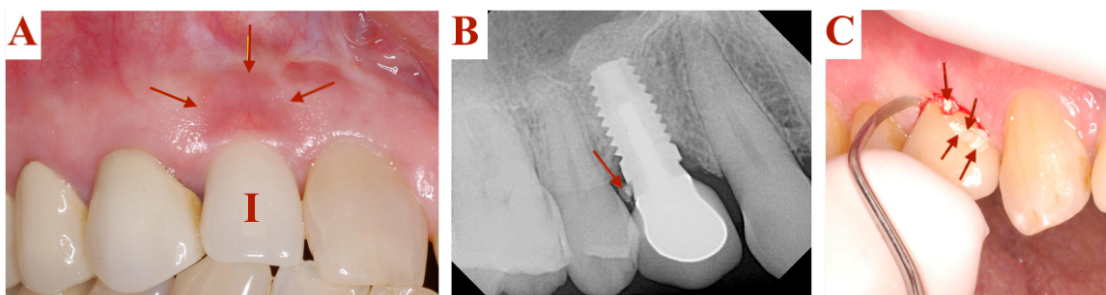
Fotografia de um paciente com cimento subgengival com inflamação (setas) na área de um implante reabilitado (I) (A). Radiografia que revela cimento radiopaco na zona distal do implante (seta) (B). Fotografia que demonstra a remoção do cimento subgengival (setas) (C). Adaptação a partir de (Liaw et al., 2015).
